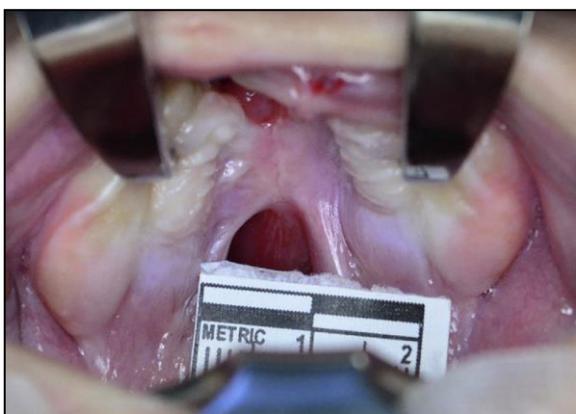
ASPECTO DEL COLGAJO VÓMER CUANDO 50 A 89% DE ÉXITO
